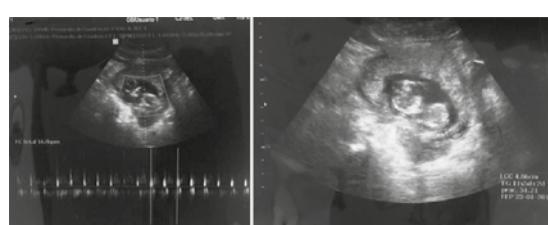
Ultrasonido obstétrico.
